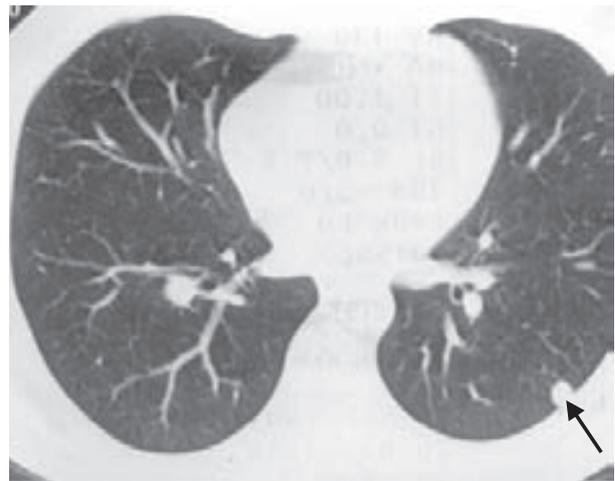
Tomografia computadorizada de tórax evidenciando nódulo periférico com densidade de partes moles, contorno regular e nítido e ausência de calcificações (seta).
